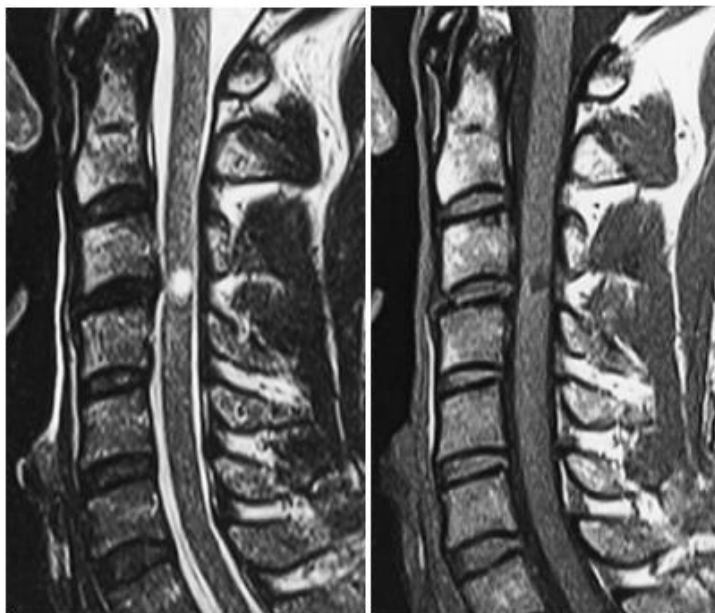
МРТ при хронічній травмі хребта та спинного мозку [6]
